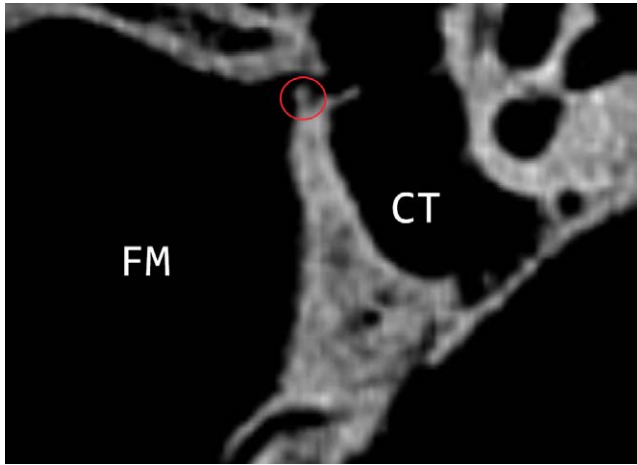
TC *cone beam* di sezione sagittale della porzione posteriore della fossa mandibolare: FM, fossa mandibolare; CT, cavità timpanica; cerchiata in rosso la sottile spicola ossea che divide il canale del Civinini. Reperto del Museo di Antropologia dell'Università di Firenze.
